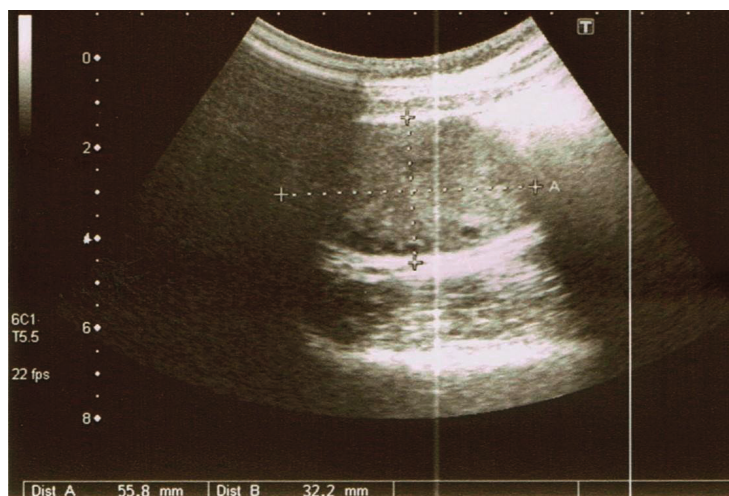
ecografía abdominal a las 20 semanas de gestación donde se muestra el ovario derecho de la paciente de 56x32mm, con pérdida de ecoestructura normal, de predominio sólido y con dos zonas hipoecogénicas de pequeño tamaño. Diagnóstico de sospecha de fibroma o fibrotecoma.
